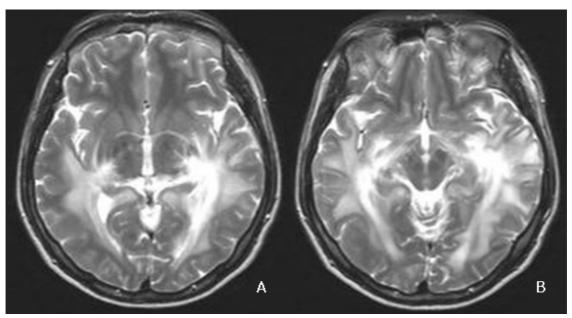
MRI findings. T2 weighted MR images show bilateral symmetric high signal intensities in the posterior limbs of internal capsules (A) and the white matters of temporal and occipital lobes (B).
